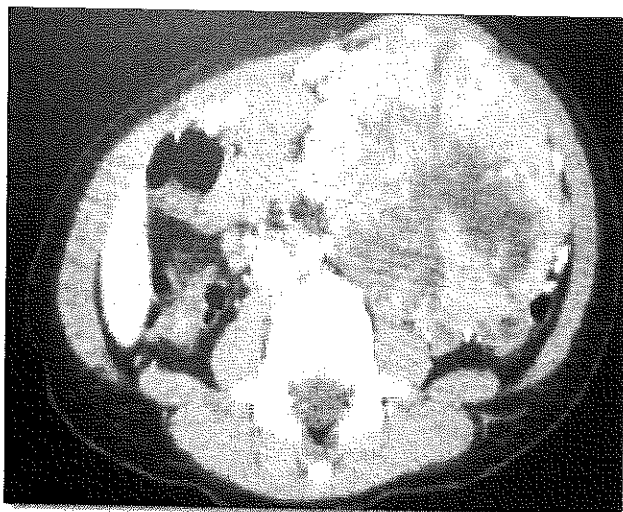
Tomografía pélvica. Masa tumoral en paciente con rhabdomioma pélvico.
